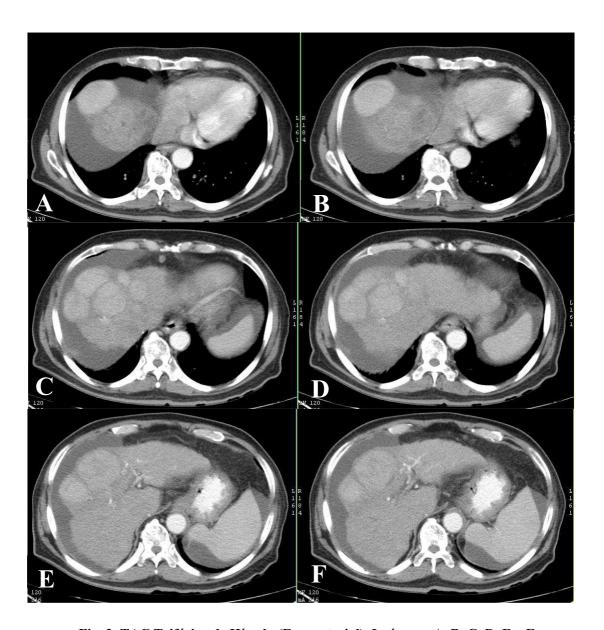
TAC Trifásica de Hígado (Fase arterial). Imágenes A, B, C, D, E y F en corte axial. Se observa al hígado de dimensiones normales, de contornos irregulares lobulados con marcado cambios de la morfología y presencia de pseudonodulaciones de variables dimensiones que oscilan entre los 4cm proyectado sobre el segmento VII-VIII y IV del lóbulo derecho, estas lesiones pseudo-nodulares realzan en la fase arterial. Se observa la presencia de líquido libre abdominal peri-hepático y peri-esplénico.
